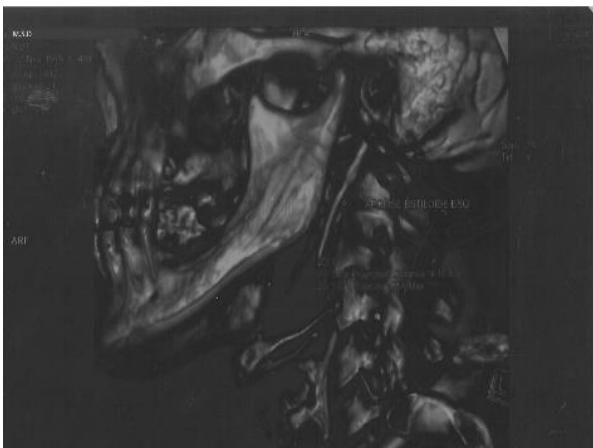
Tomografia computadorizada – A seta indica a apófise estilóide esquerda alongada
